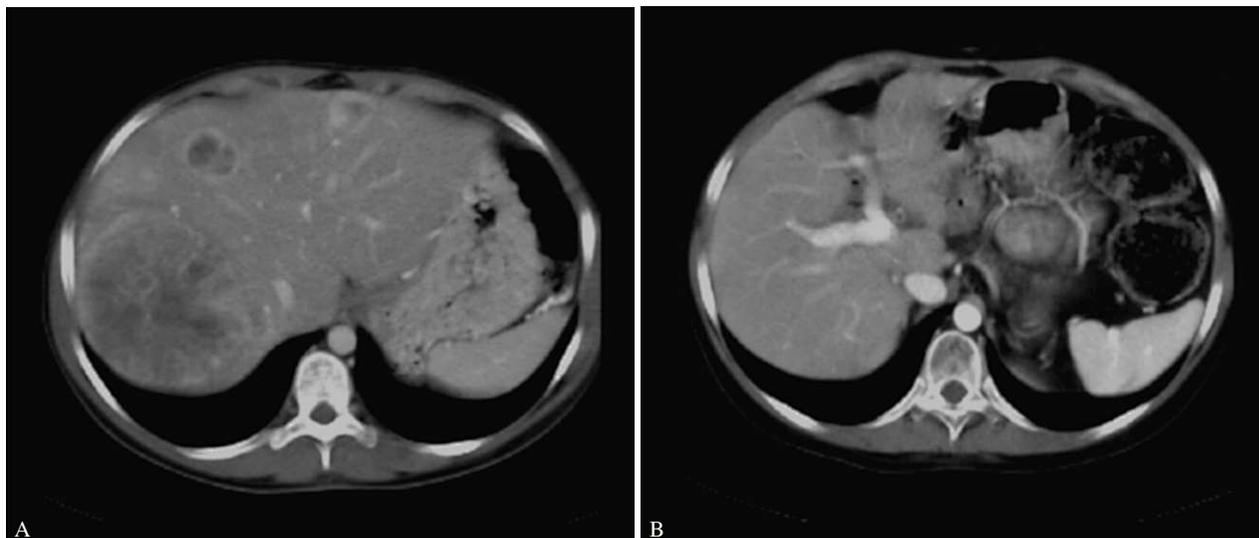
Tomografía computarizada abdominal antes y después del trasplante hepático. Metástasis hepáticas de gastrinoma maligno.
